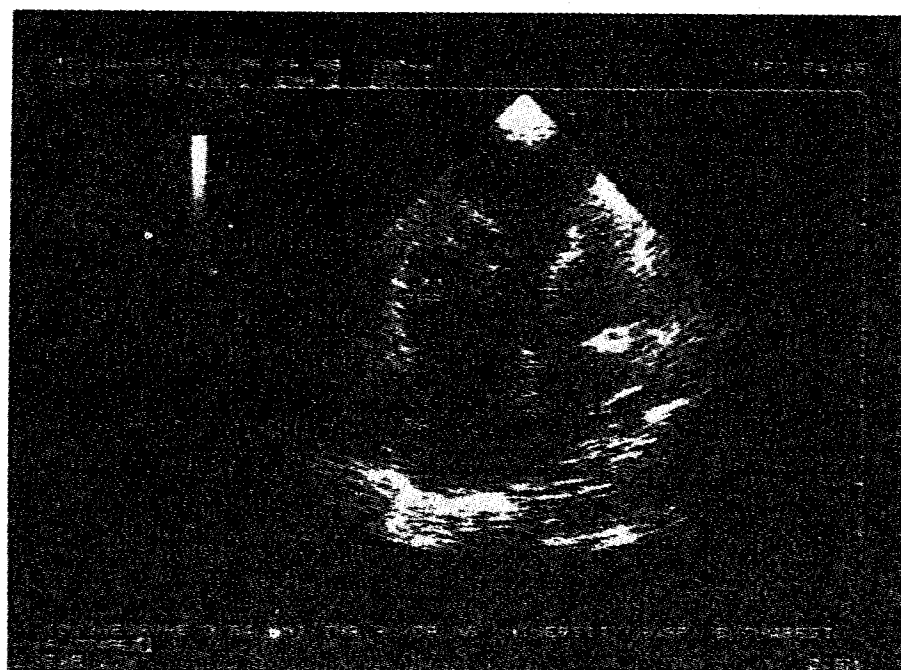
Tumoră ventricul drept (mixom). Ecografie transtoracică, incidență apicală 4 camere. Se observă dilatația marcată a cavităților drepte cu mișcare paradoxală a septului interventricular. Masă ecodensă de dimensiuni mari, mobilă (marcată cu săgeți), cu bază de implantare pe peretele lateral (A) al VD și spre bandelela moderatoare (B), sugerând mixom (confirmat anatomopatologic).
